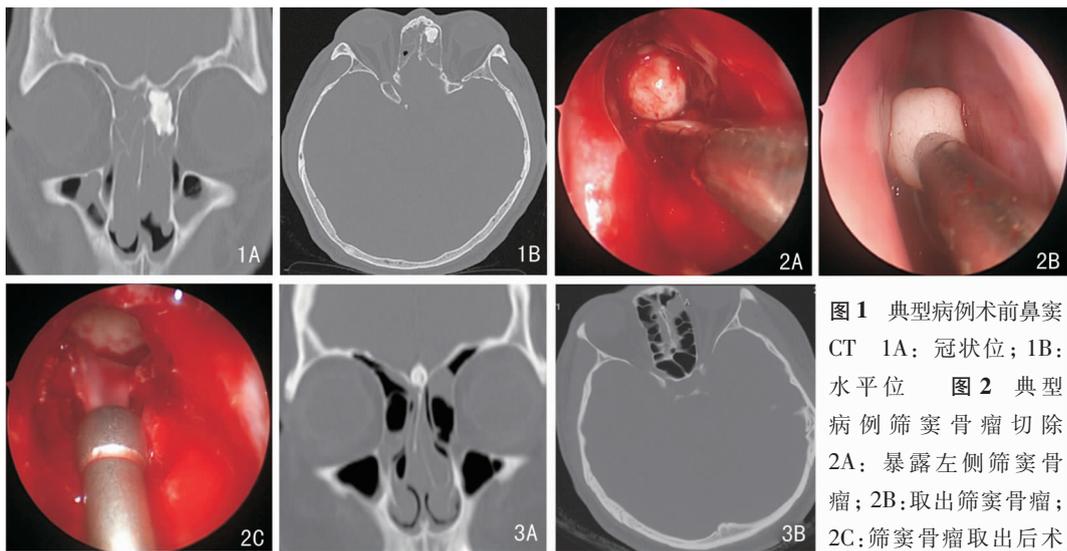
典型病例术前鼻窦CT 1A:冠状位;1B:水平位 图2 典型病例筛窦骨瘤切除 2A:暴露左侧筛窦骨瘤;2B:取出筛窦骨瘤;2C:筛窦骨瘤取出术后
